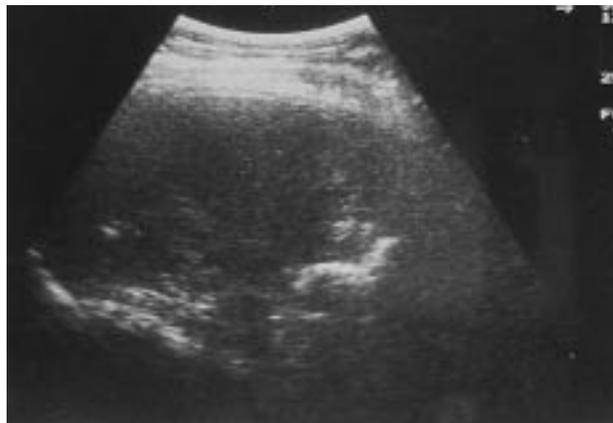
Kyste simple: imagerie échographique après aspiration.
